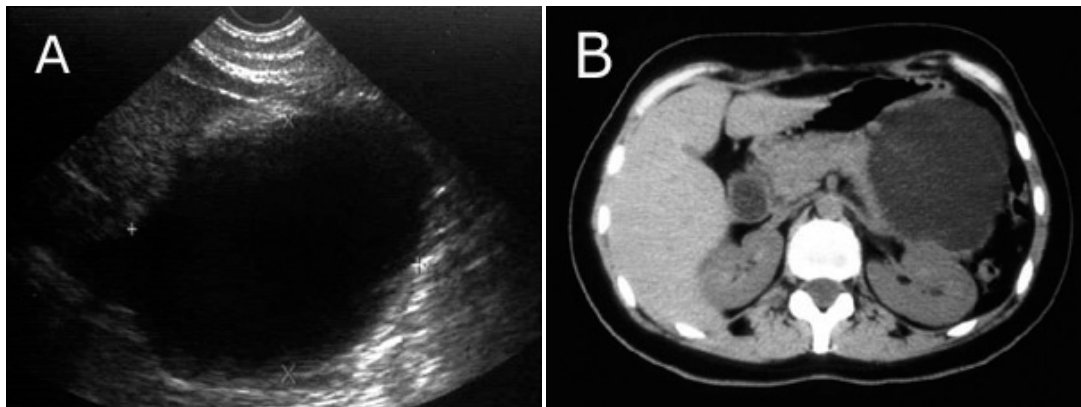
A- Ecografía abdominal: gran masa anecogénica, de aspecto quístico en el epigastrio, de límites precisos. B- TAC de abdomen: se observa que la masa hipodensa, quística que se encuentra en relación a la cola del páncreas y ha crecido hacia el saco menor desplazando la pared posterior del estómago.
